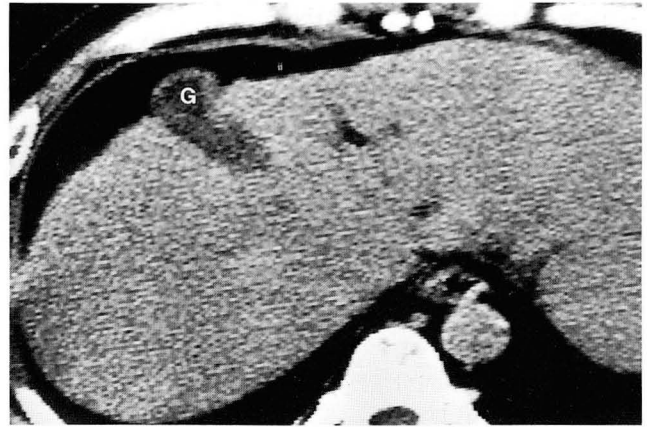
Suprahepatic gallbladder. Gallbladder(G) is seen anterior to right hepatic lobe at subdiaphragmatic space on CT scan.
